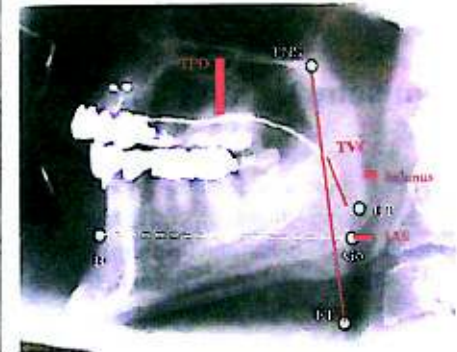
Auswertung Fernröntgenseitenbild für die Systemfunktionsdiagnostik
